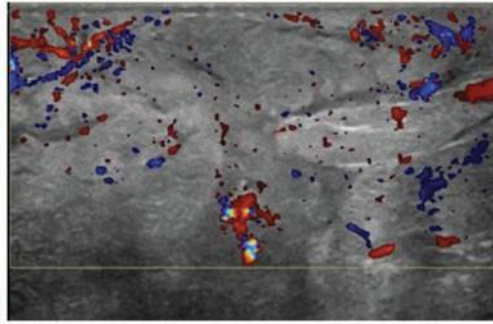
Mastitis del cuadrante superior interno de la mama derecha con ecografía que muestra hiperemia y edema sin acumulación de líquido.
